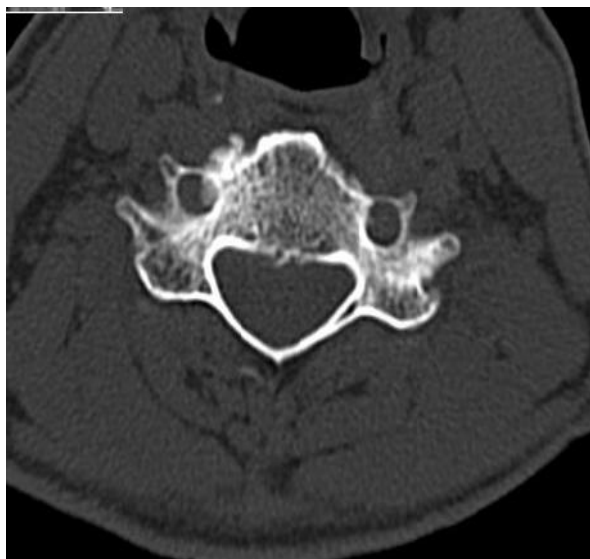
КТ шейного отдела позвоночника - в аксиальной и фронтальной проекциях определяются дегенеративные изменения, сужение правого поперечного отверстий C<sub>5</sub>, C<sub>6</sub>.
